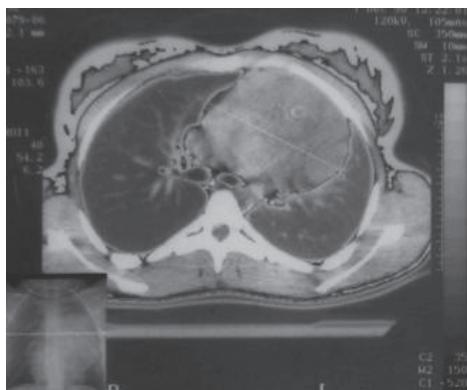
Скан магнітно-резонансної томографії пацієнтки з тератомою переднього середостення
